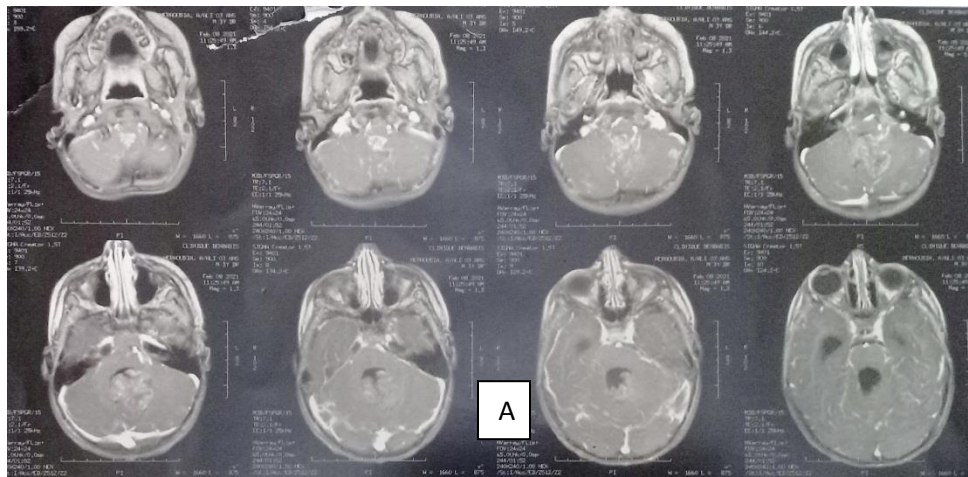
A): IRM cérébrale coupe axiale T1 injecté :lésion de siège intra ventriculaire se rehaussant de façon hétérogène après inj Gado degado.
